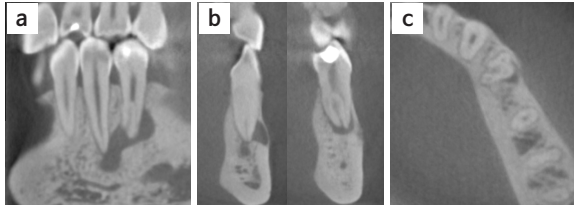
CBCT 영상 (a) coronal view (b) 좌측 순서대로 #33, 34 치아의 sagittal view (c) axial view
